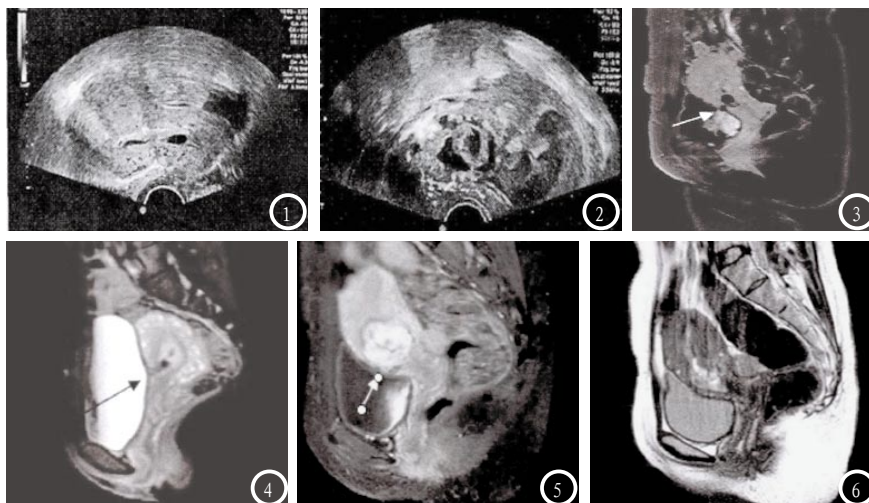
单纯孕囊型, 超声可见宫腔下段剖宫产瘢痕处可见孕囊回声, 峡部前壁肌层变薄, 周围可见血流信号; 图2 不均质包块型, 超声可见子宫前壁下段瘢痕处于膨胀隆起增大, 突向浆膜层, 局部可见不均质包块, 肌层变薄且界限模糊, 局部血流信号丰富。图3 MRI T1WI见子宫下段前壁瘢痕处孕囊, 大小1.0 cm×1.0 cm, 增强扫描见囊壁强化; 图4 MRI T1WI矢状位扫描可见宫颈下段瘢痕处孕囊, 嵌入瘢痕内。图5 MRI见团块影自瘢痕处深入浸润, 增强可见乳头状、树枝状强化; 图6 MRI T2WI序列子宫下段前壁瘢痕低信号, 与膀胱间距变薄。
